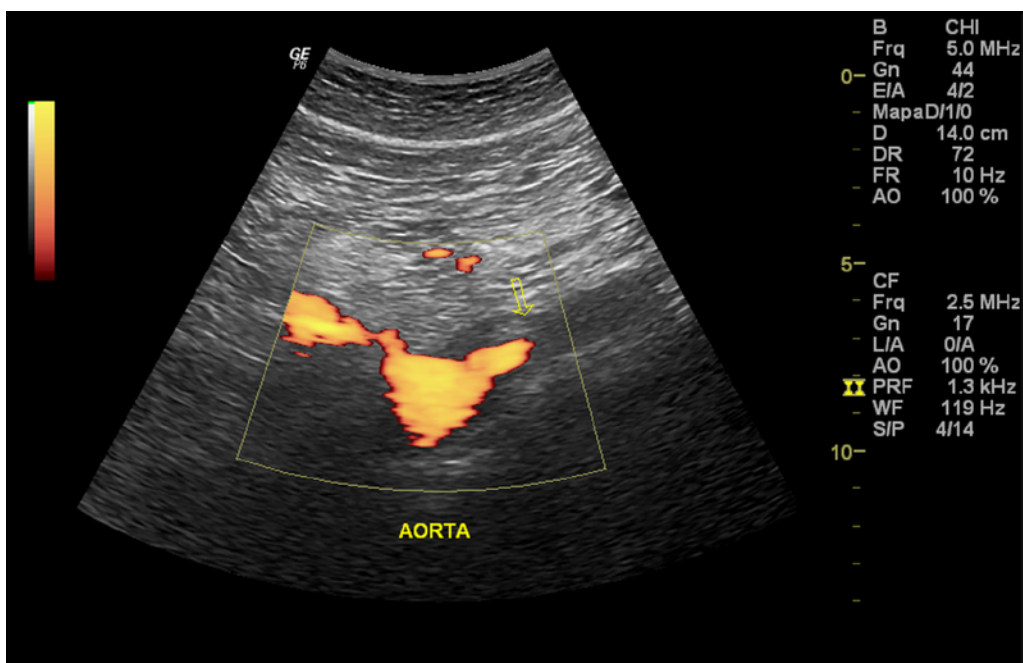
Modo Doppler de amplitude da aorta abdominal no corte longitudinal (plano sagital)
